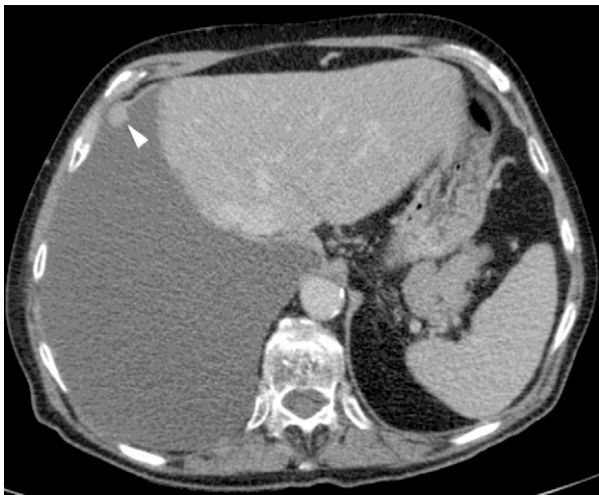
CT scan showing a malignant pleural nodule (arrowhead).
